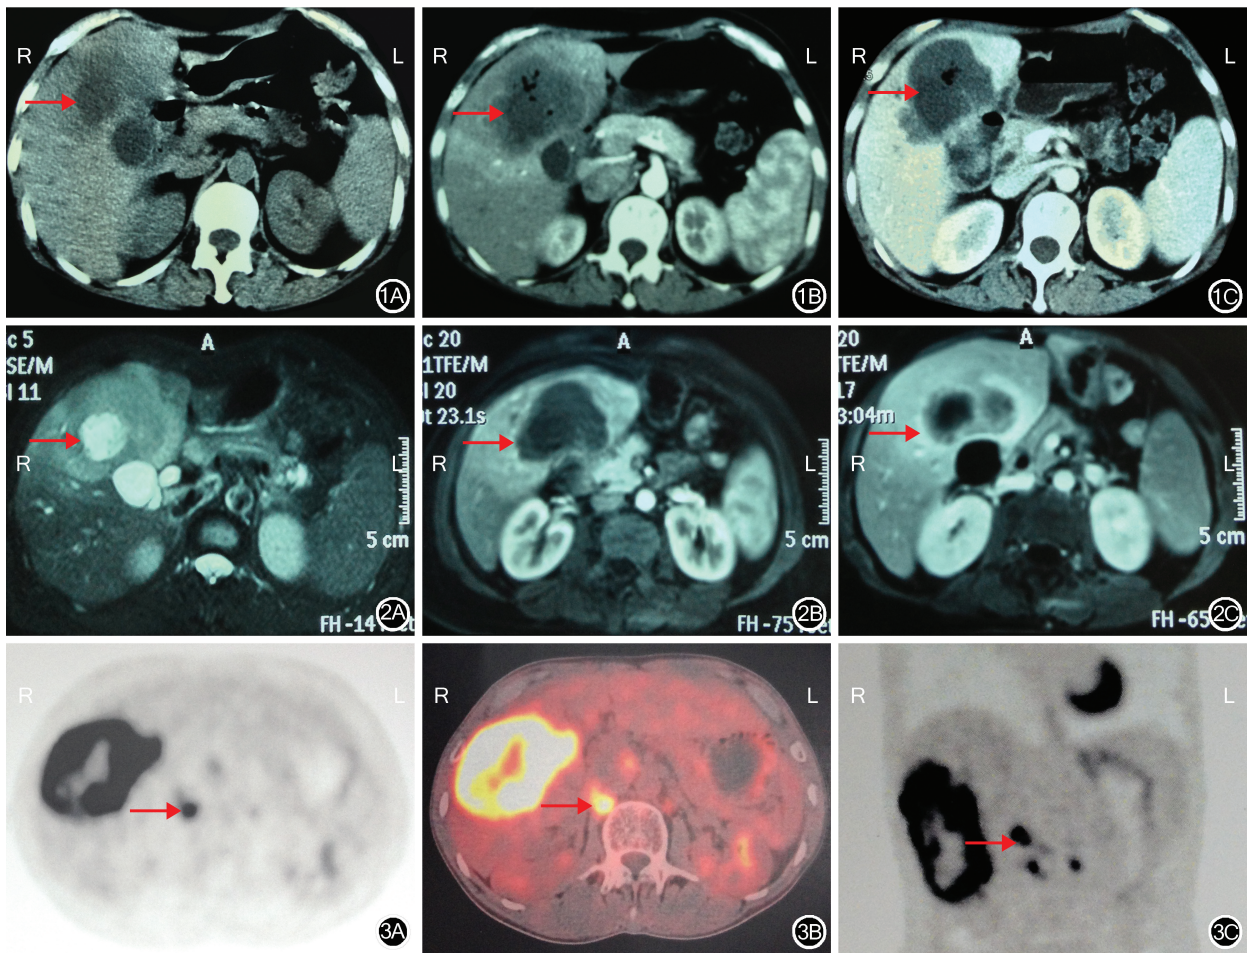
肝内胆管癌患者的 CT 检查结果 1A: CT 检查横断位平扫图像示肝脏内不规则、分叶状低密度影, 界限尚清晰, 肿瘤中央可见斑片状低密度区 (→), 未显示明显肿大淋巴结; 1B: CT 检查横断位动脉期图像示肿瘤周边强化 (→), 未显示明显淋巴结; 1C: CT 检查横断位静脉期图像示肿瘤持续周边强化 (→), 未显示明显淋巴结 图 2 肝内胆管癌患者的 MRI 检查结果 2A: MRI T2 加权成像检查横断位图像示肝脏内不规则、分叶状密度影, 密度稍高于周围肝脏组织, 界限尚清晰, 肿瘤中央可见斑片高亮区 (→), 未显示明显肿大淋巴结; 2B: MRI 检查横断位动脉期图像示肿瘤周边强化 (→), 未显示明显强化淋巴结; 2C: MRI 检查横断位静脉期图像示肿瘤持续周边强化 (→), 未显示明显强化淋巴结 图 3 肝内胆管癌伴淋巴结转移患者的 PET-CT 检查结果 3A: 横断位图像示肿瘤以及淋巴结 (→) 显像阳性; 3B: 融合横断位图像示肿瘤以及淋巴结 (→) 18 氟-氟代脱氧葡萄糖摄取明显增高; 3C: 最大强度投影图像示肿瘤及淋巴结 (→) 18 氟-氟代脱氧葡萄糖摄取异常增高
